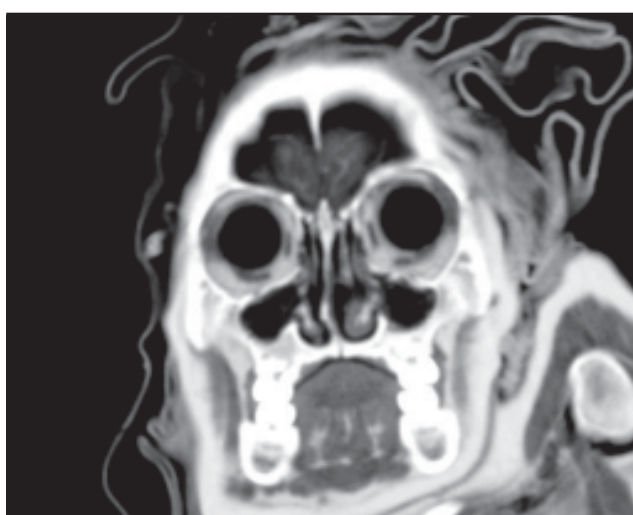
TC coronal de la cara de El Niño. Se observa buena aireación de ambos senos maxilares, hipertrofia del cornete inferior izquierdo y el tabique nasal desviado a la derecha. En las órbitas se visualizan claramente ambos globos oculares y los músculos extraoculares.
